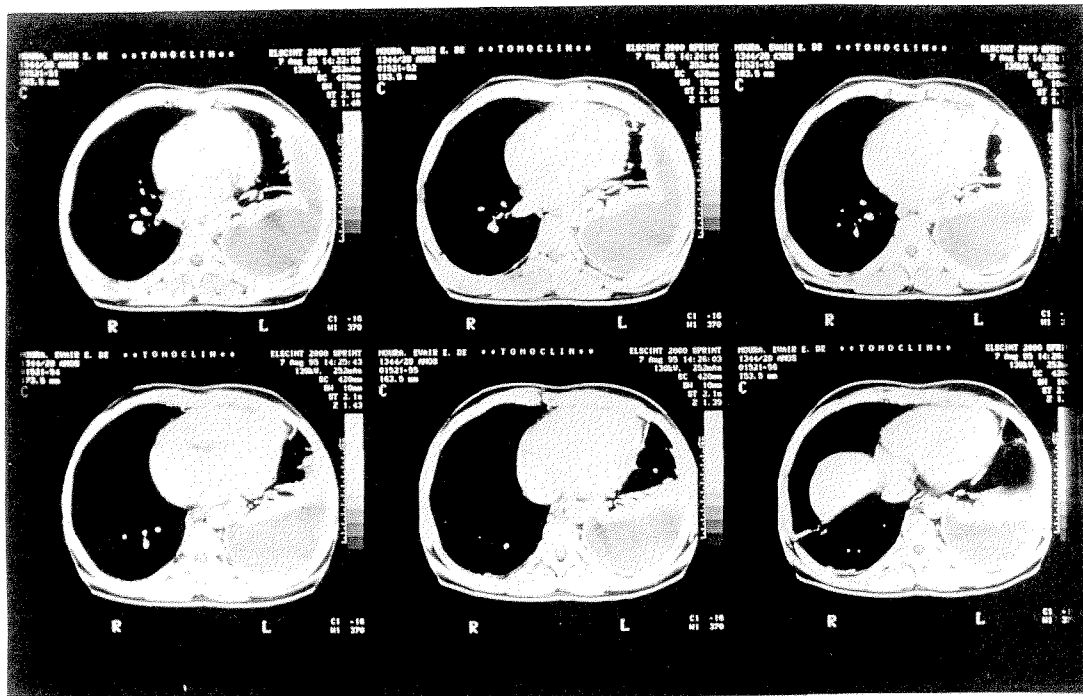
Septações pleurais à tomografia computadorizada de tórax
